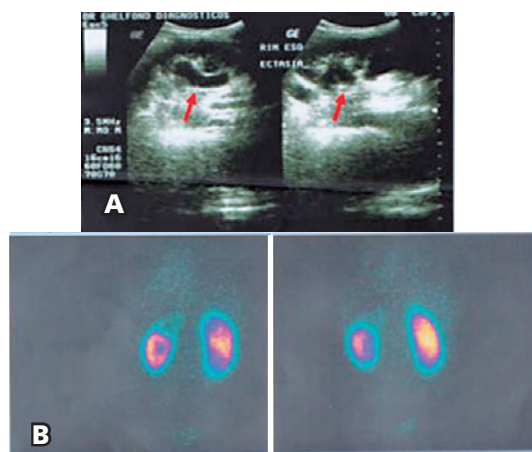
A) USG abdominal demonstrando a unidade renal superior esquerda e seu respectivo ureter dilatado. B) Cintilografia com DMSA demonstrando hipofunção da unidade renal superior esquerda.
